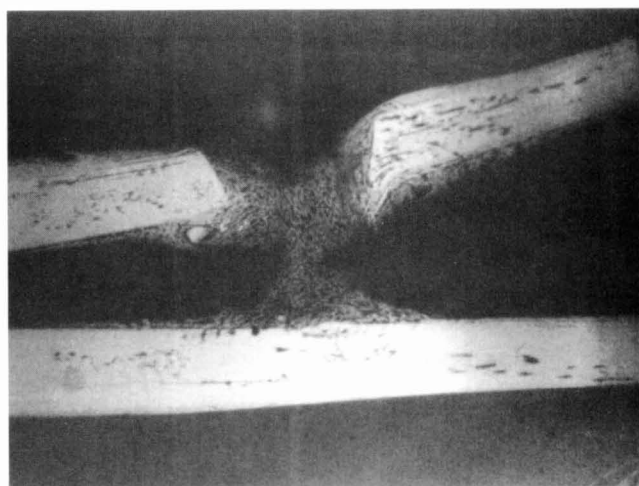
Microrradiografía. Trabéculas en la zona de impacto de las ondas de choque sobre la cara endóstica de la cortical opuesta a la entrada de las ondas de choque.
